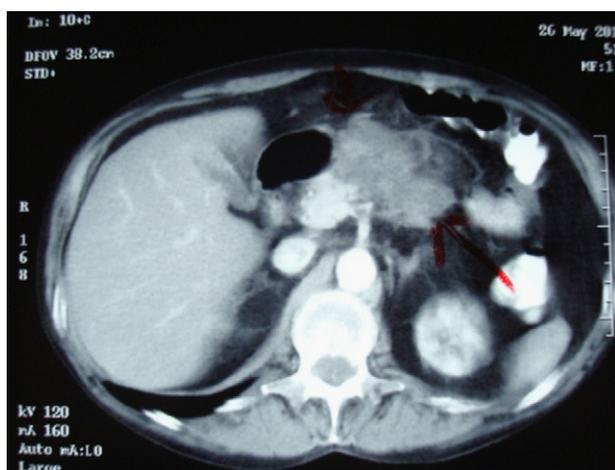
Tomografía abdominal. Masa en la cabeza pancreática.
